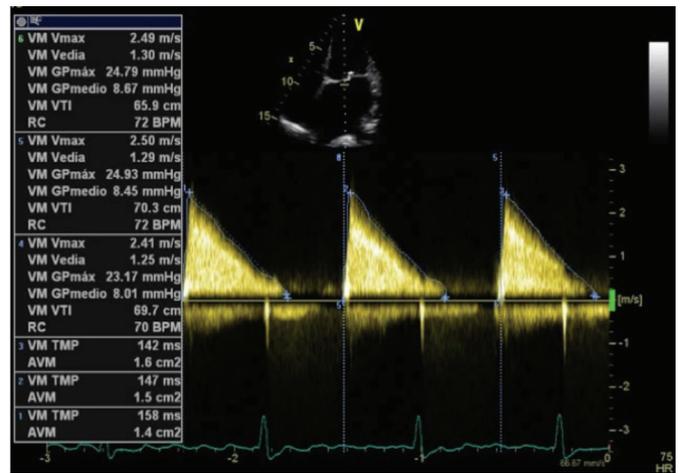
Patrón espectral del Doppler de onda continua del flujo transmitral, que muestra un gradiente medio de 8.3 mm Hg, y un área valvular mitral estimada por tiempo de hemipresión de 1.4 cm², hallazgos concordantes con estenosis mitral moderada.
